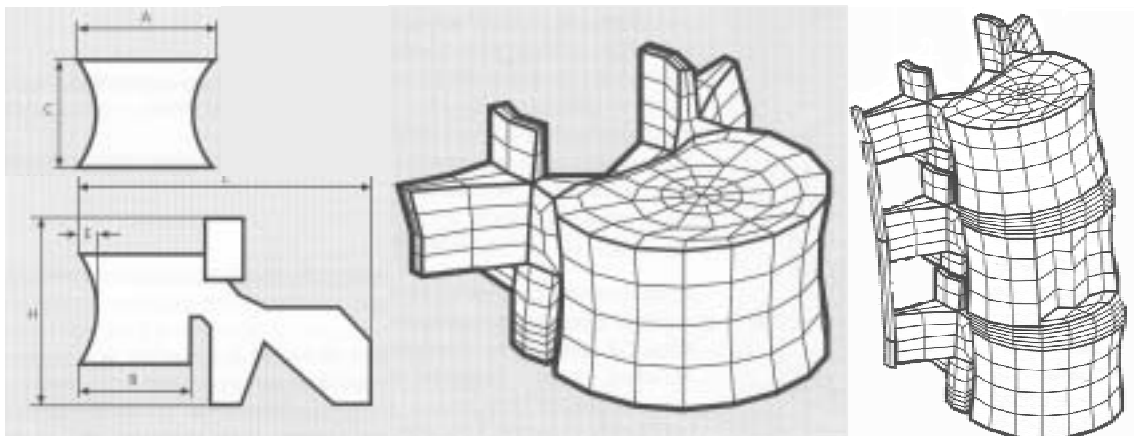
Model d'elements finits obtingut per Lavaste<sup>268</sup> (1992) a partir de sis paràmetres mesurables en una radiografia biplanar. Defectes ossis modelats en el raquis lumbar.
